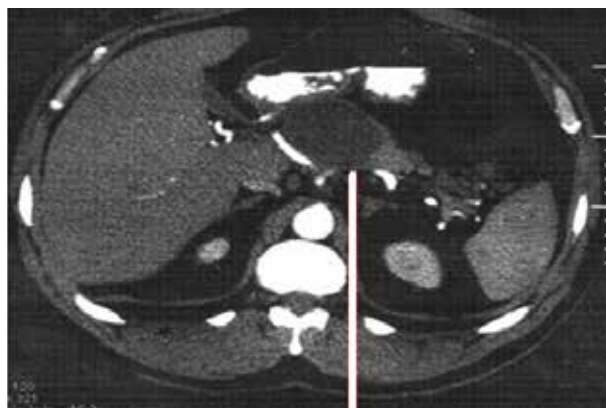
Спиральная компьютерная томография больного В., 57 лет с постнекротической кистой головки и тела поджелудочной железы с намеченной траекторией для ее пункции и дренирования.
